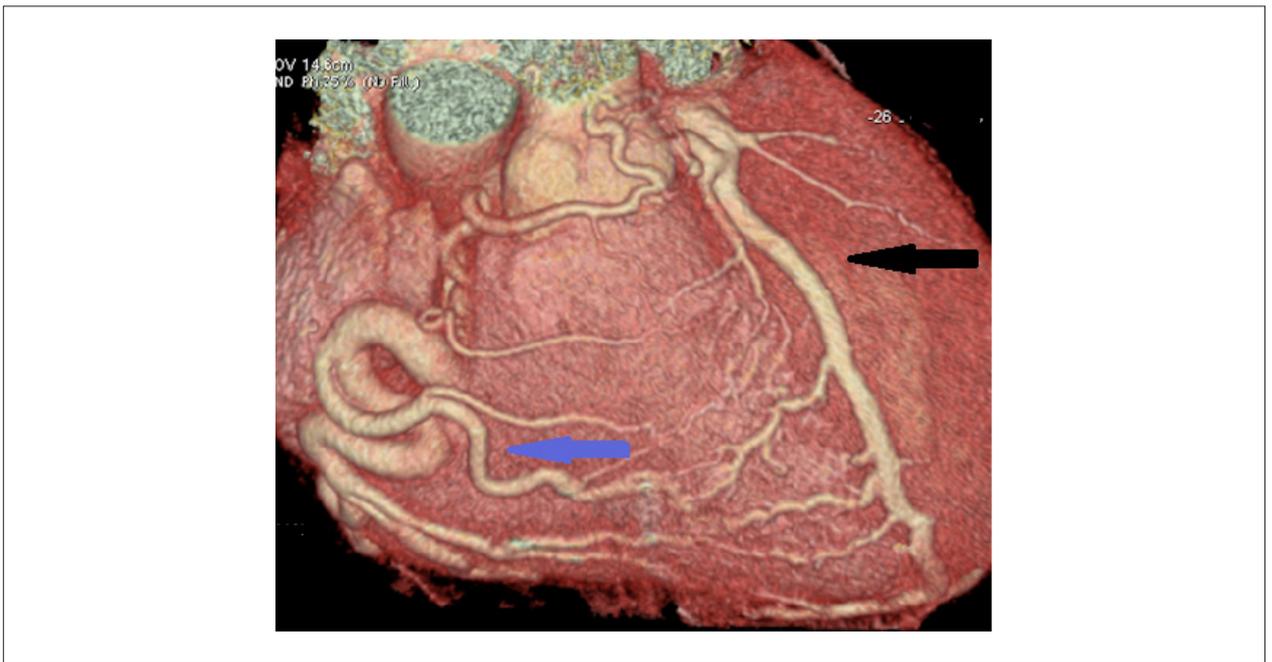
Angiotomografia coronariana com reconstrução volumétrica ("volume rendering"). Nota-se a tortuosidade e a hipertrofia da artéria coronariana direita (seta azul) e as importantes colaterais para a coronária esquerda (seta preta).
